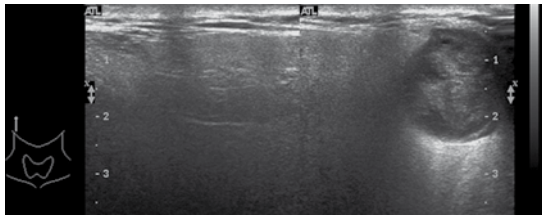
Ultrasonido en escala de grises de parótida derecha con tumoración metastásica por melanoma.
